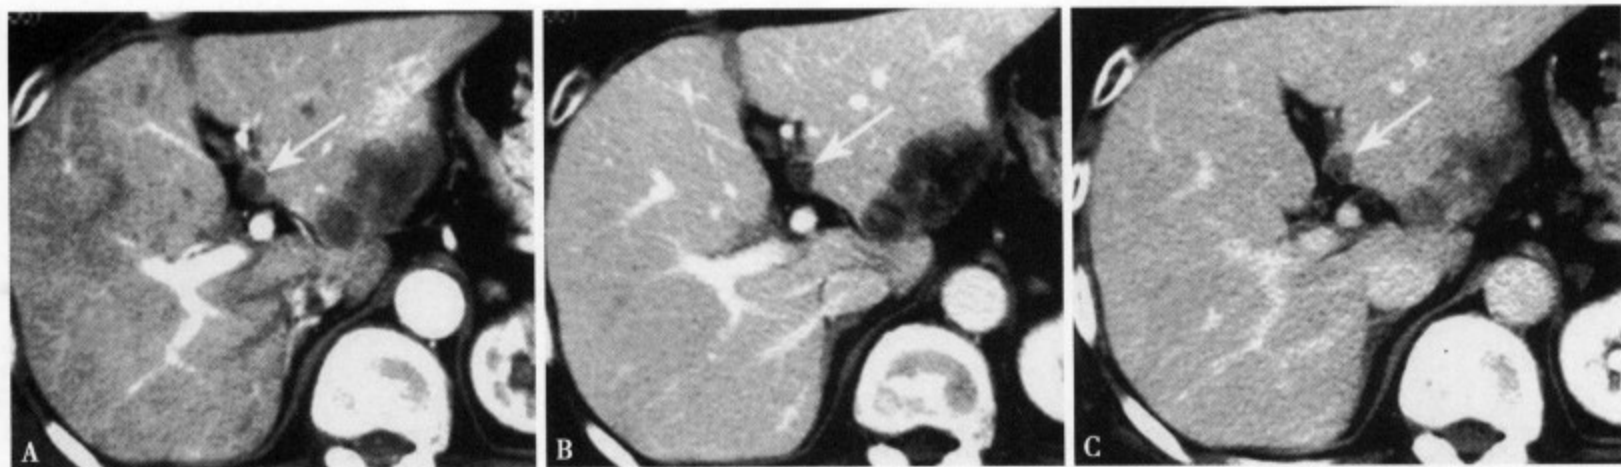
肝转移癌多期 CT 扫描表现。动脉期 (A) 肝左叶内侧段转移灶边缘轻度强化; 门静脉期 (B) 病灶边缘环形强化较动脉期明显; 平衡期 (C) 病变的边缘不清, 呈等密度
